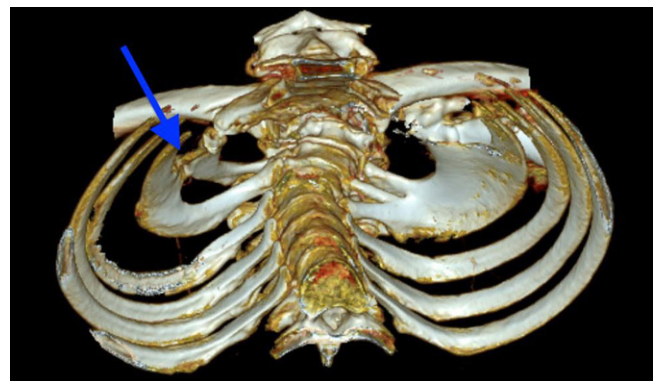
▲ Rekonstruierte Computertomographie mit Blick in den Thorax bei einem 32-jährigen TOS (Thoracic-outlet-Syndrom)-Patienten; rechts Brückenbildung zwischen 1. und 2. Rippe (Pfeil), links knöchernen Fusion der Rippen 1–3 (Srb-Anomalie)
